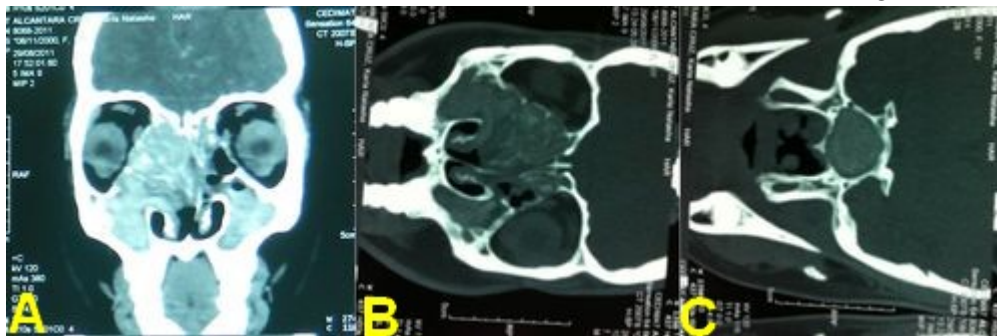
TAC: Corte coronal de tomografía axial computarizada que muestra ocupación de todos los senos paranasales. (B). TAC: Se observa desplazamiento de la lámina papirácea hacia la cavidad orbitaria derecha desplazando el globo ocular. (C). TAC: Ocupación seno esfenoidal con afectación de la lamina inter-seno
